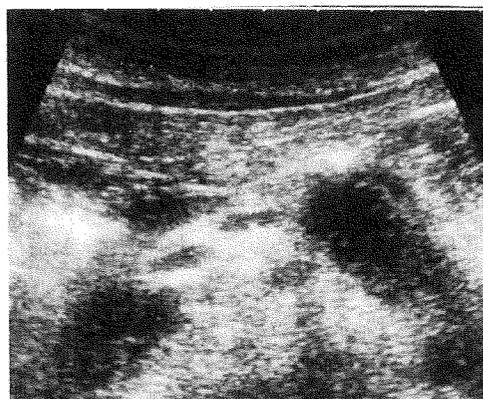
自己免疫性膵炎の超音波像（限局型）。体部に境界が比較的明瞭な低エコー腫瘤像を認める。
